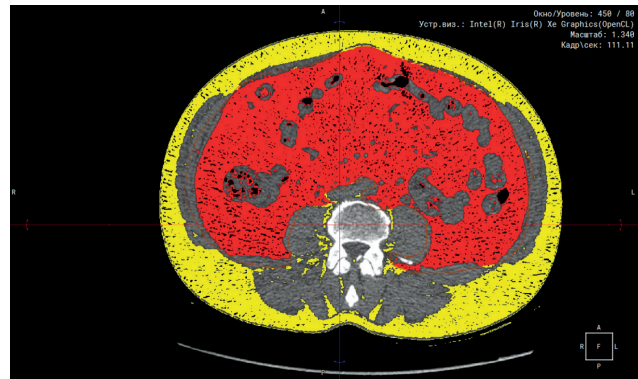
МСКТ на уровне L3-L5 для расчета площади ВЖТ: красным цветом — ВЖТ; желтым цветом — ПЖТ.
